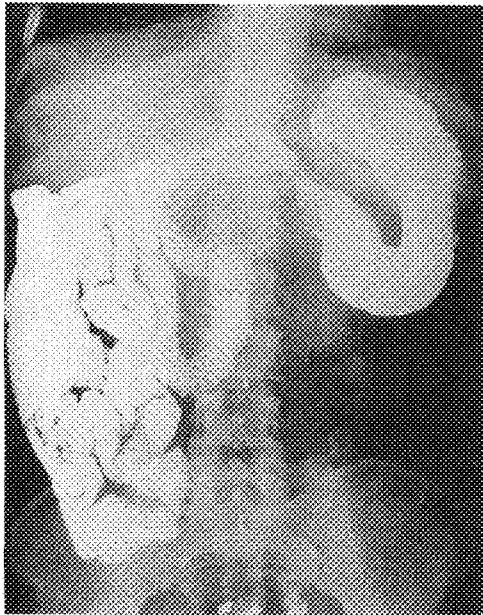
An upper gastrointestinal examination prone roentgenogram, demonstrates complete nonrotation of the proximal segment. The duodenal C-loop enters the proximal jejunum on anterior side of the spine. Entire small bowel is located in the right side of abdomen.
